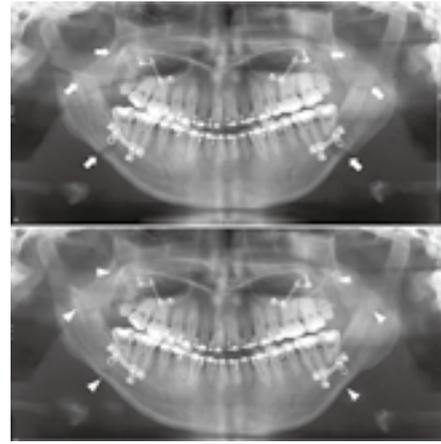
顎矯正手術後とプレート除去前のパノラマX線写真
